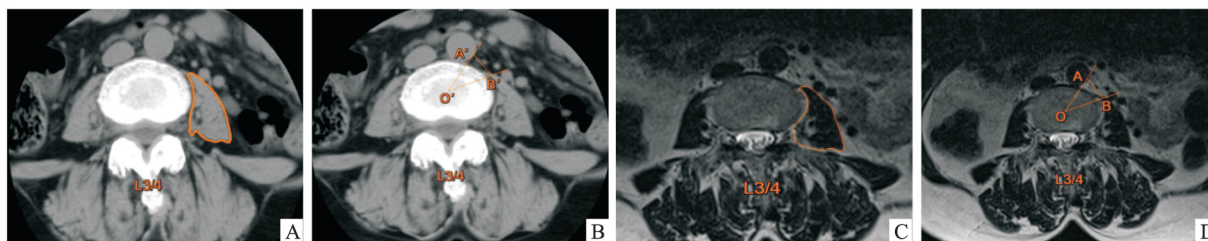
CT与MRI图像上测量左侧腰大肌横截面积及OLIF通道值
